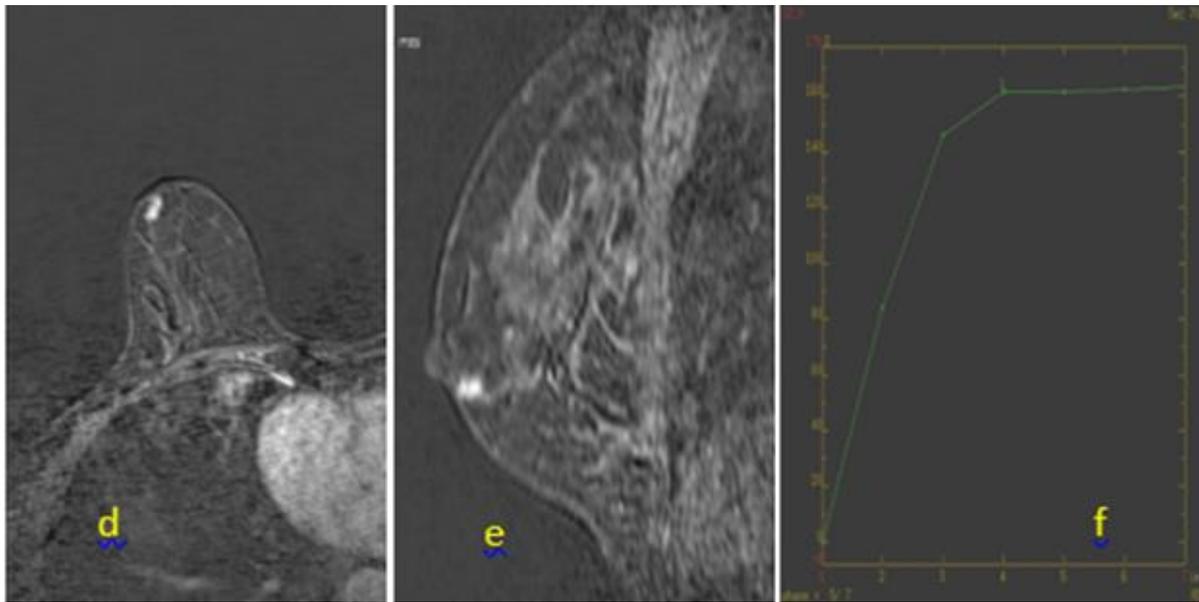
IRM mammaire montrant une Ectasie canalaire retro aréolaire à paroi fine et régulière ayant un contenu endo canalaire en hyposignal T1 (a) T2 (b), se rehaussant après injection de PDC (c, d), ayant une courbe hémodynamique de type 2
